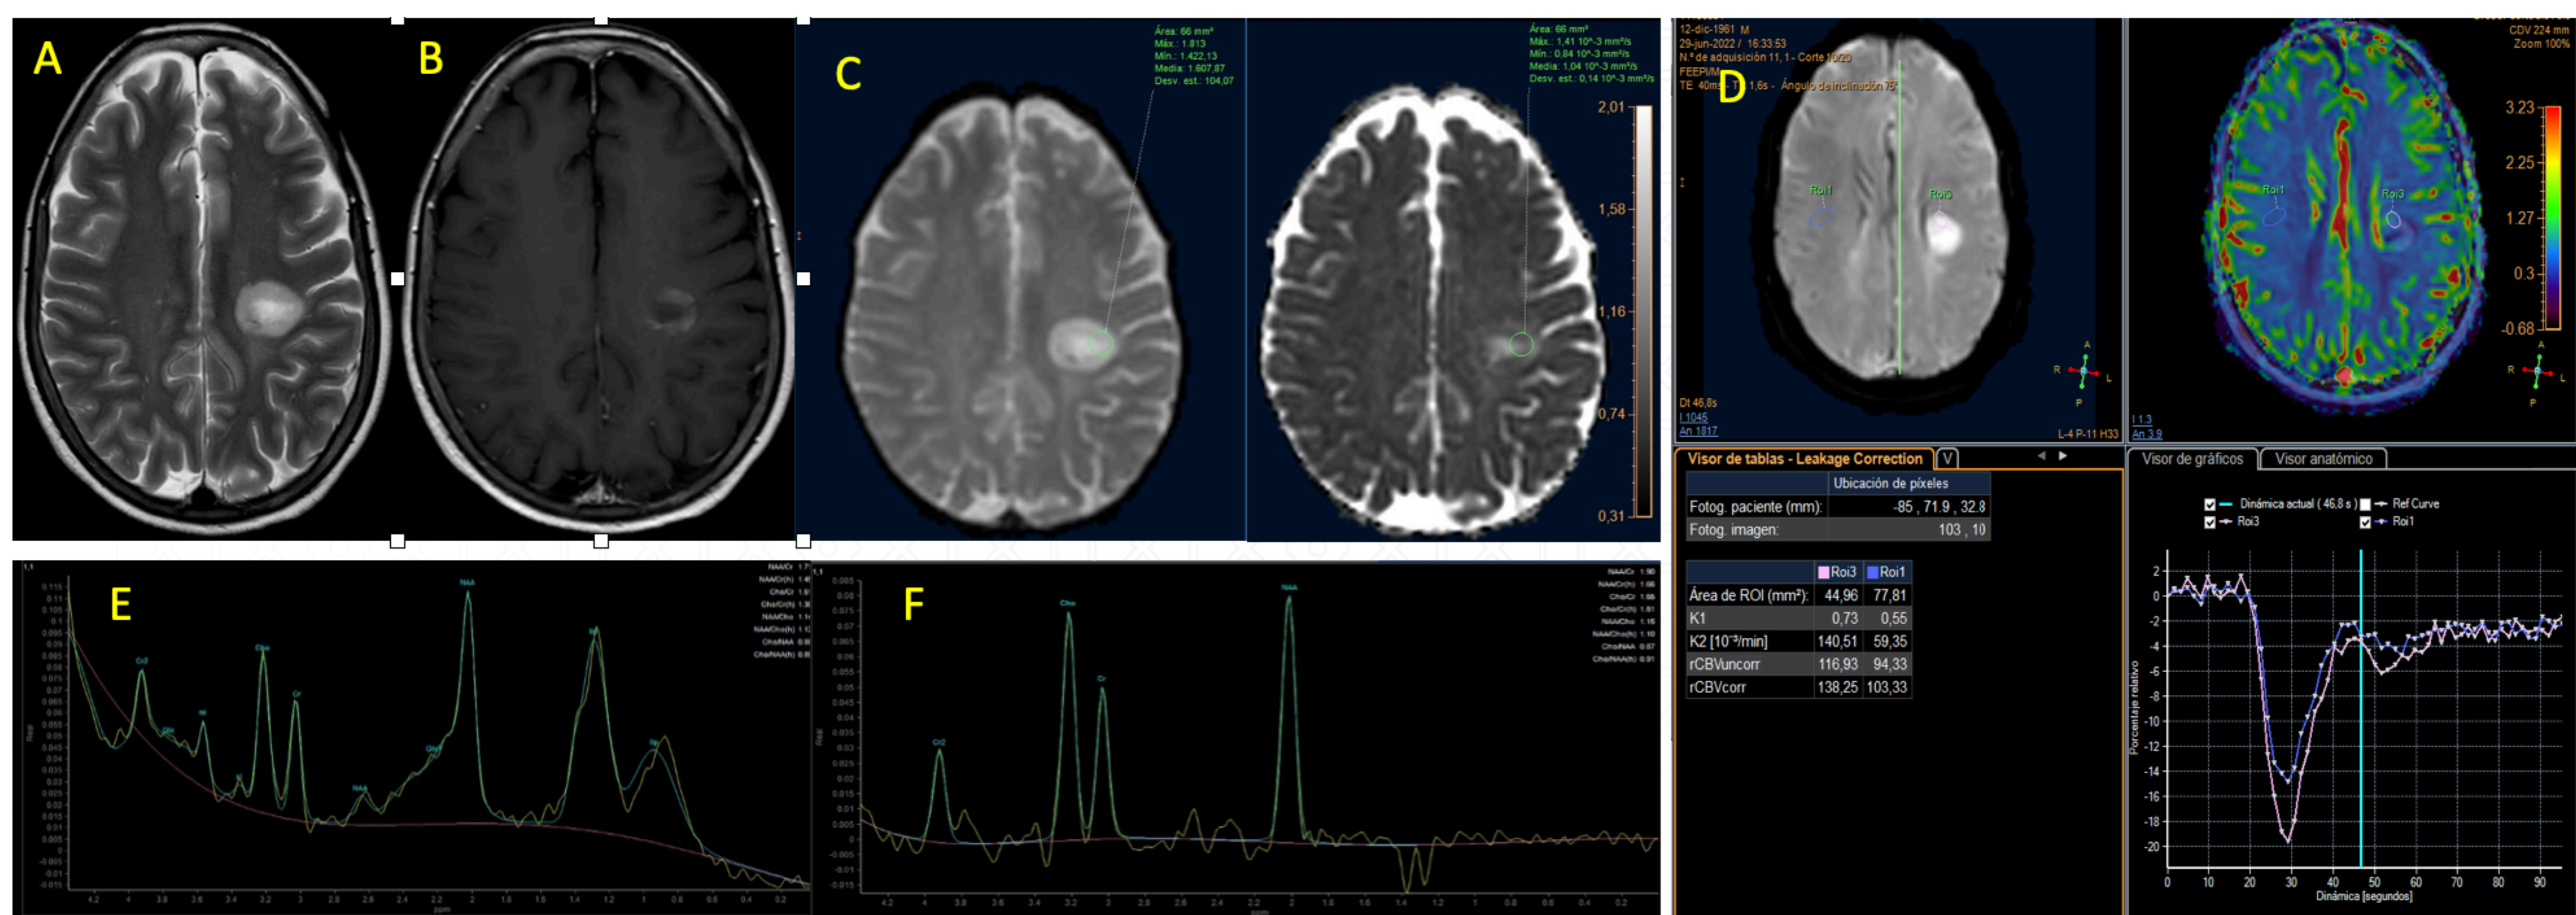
Lesión tumefactiva desmielinizante. Mujer de 60 años con antecedentes de neoplasia de ovario. Presenta una lesión frontal yuxtaventricular izquierda iso/hiperintensa en T2 con realce periférico en anillo incompleto y edema vasogénico (A y B). Presenta un ADC de $1040 \times 10^{-6} \text{m}^2 \text{s}^{-1}$ (C). CBVr de 1,24 respecto a la sustancia blanca contralateral (D). TE corto (E): mIns/NAA de 0,54. TE largo (F): Cho/Cr de 1,51 y Cho/NAA de 0,91. Posteriormente se realizó un PET-TC con FDOPA que descartó etiología tumoral.
